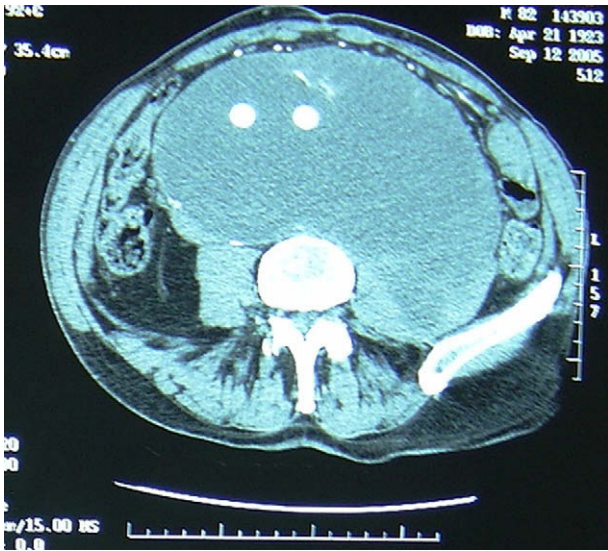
TC mostrando un enorme seroma sintomático tras la corrección abierta de AAA.
